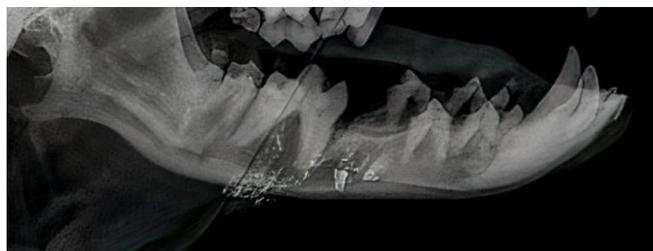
Рентгенологическая картина на 35-е сутки после хирургического вмешательства
